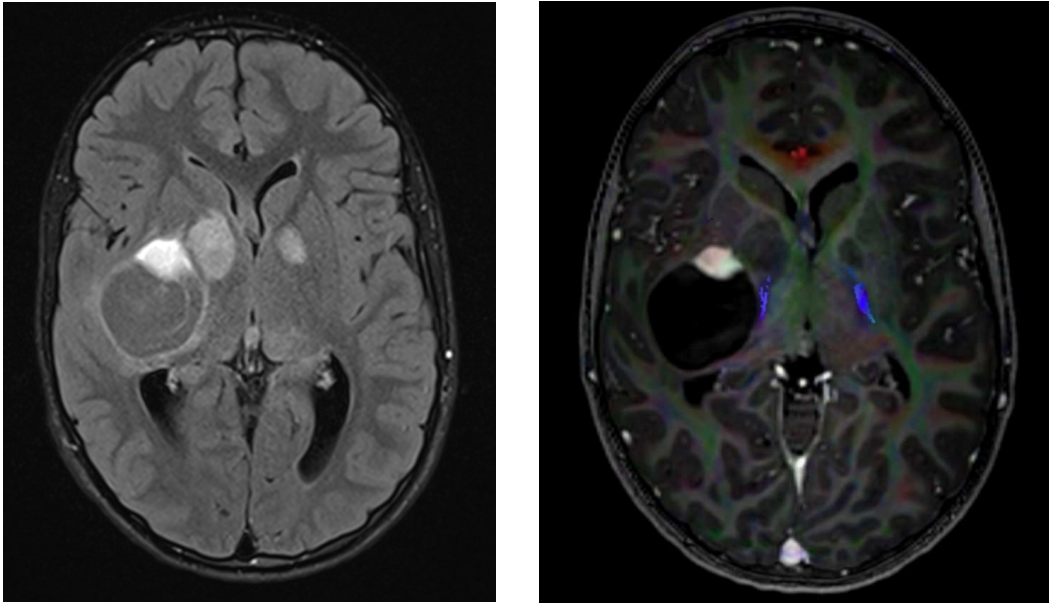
Paziente 6: sintomatologia all'esordio caratterizzata da cefalea e vomito a rapida insorgenza senza deficit neurologici; riscontro alla RM di una lesione espansiva nucleo-capsulare destra con componente cistica (paziente con pregresse lesioni già note da NF1).
